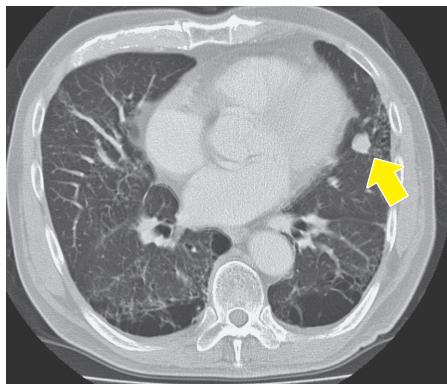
肺小細胞癌疑いの胸部 CT. 左肺舌区の 10mm 大結節性病変 (矢印).
